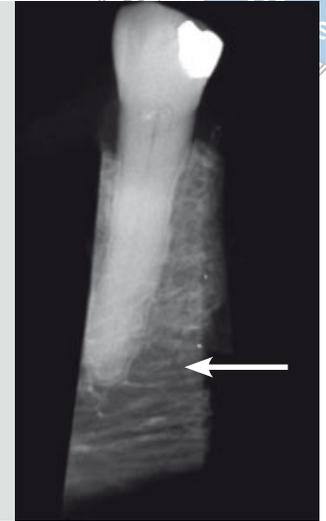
Röntgenbild eines anatomischen Präparates, Unterkieferfront, 67 J., weiblich, verminderte periapikale Knochendichte (Pfeil).
